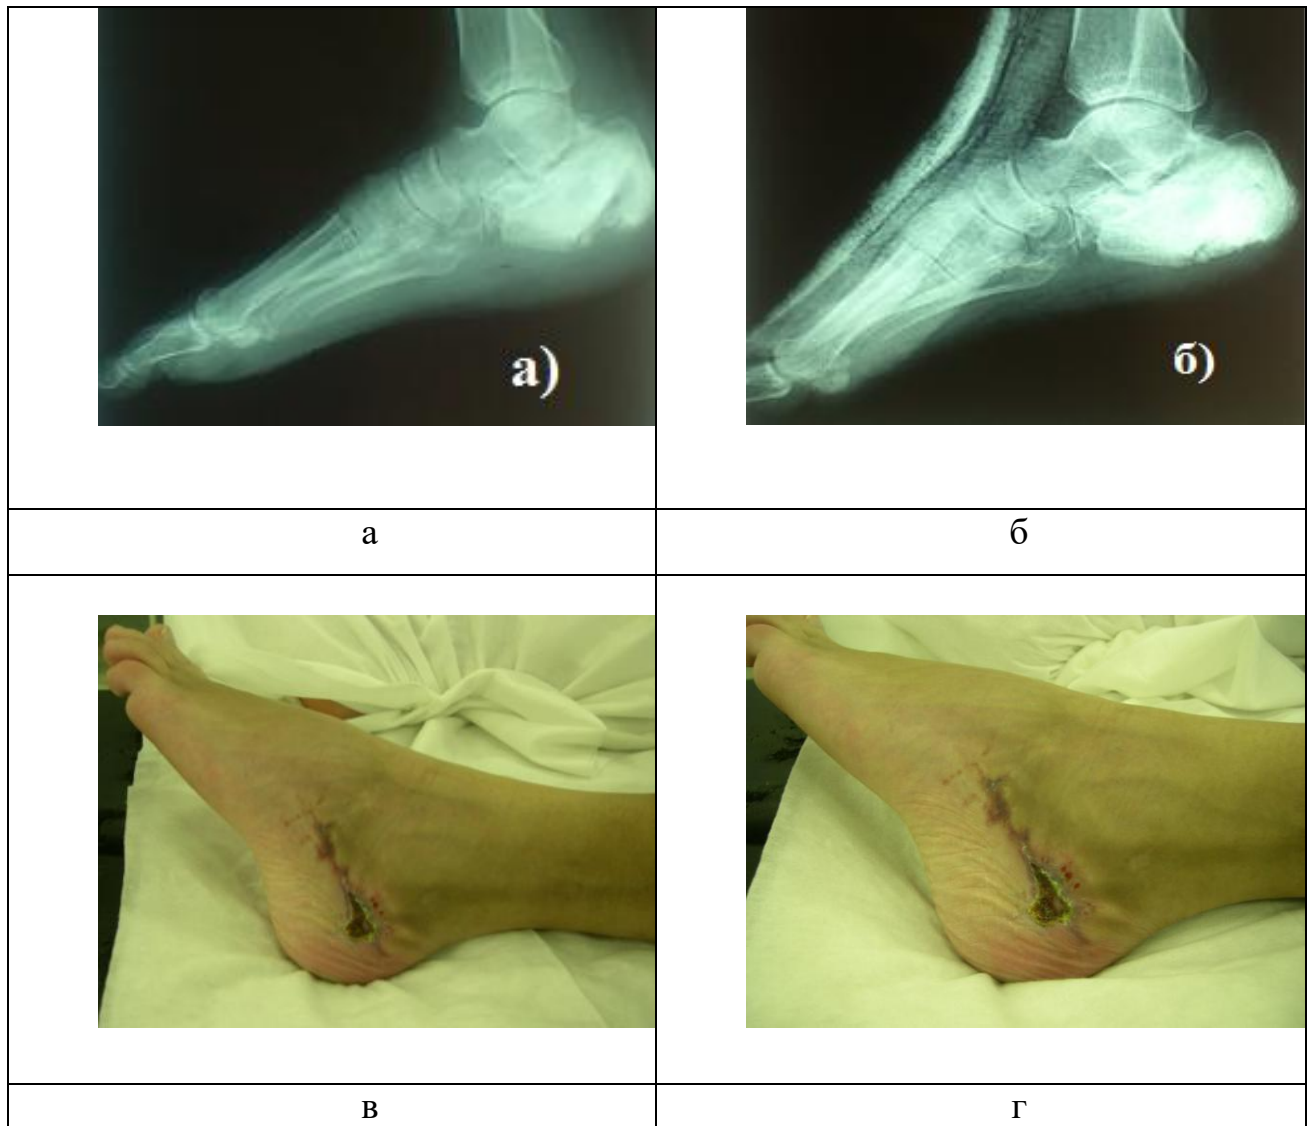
Клинический пример замещения дефекта пяточной кости цементным спейсером: а – рентгенограмма при поступлении; б – рентгенограмма после оперативного лечения (замещения дефекта пяточной кости цементным спейсером); в, г – вид стопы через 8 месяцев после оперативного лечения
